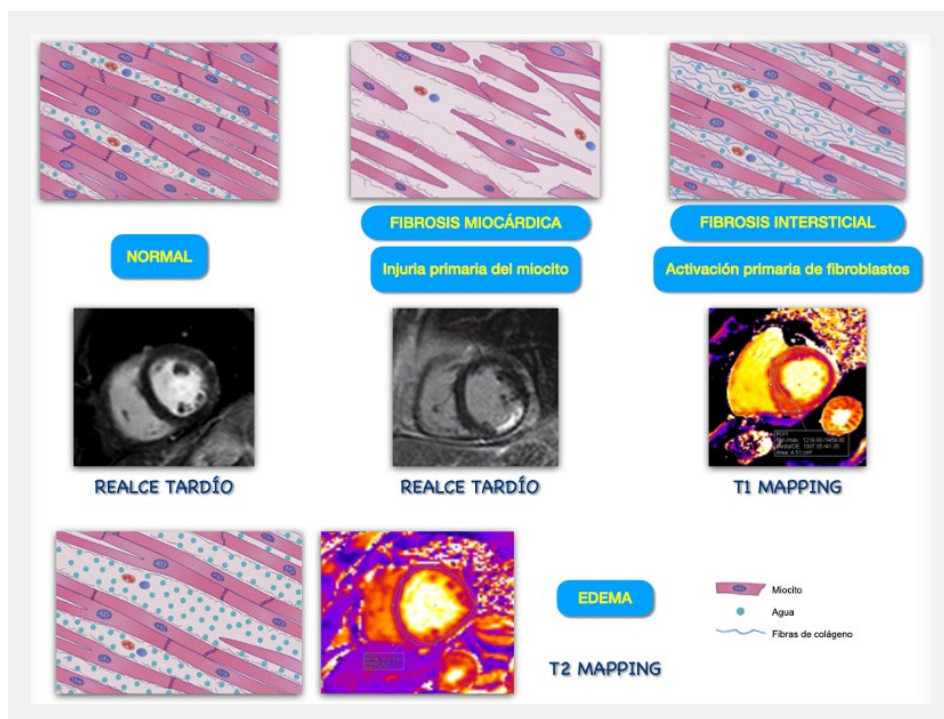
Vista histopatológica y su comparación con Resonancia Magnética Cardíaca para la valoración de fibrosis.
